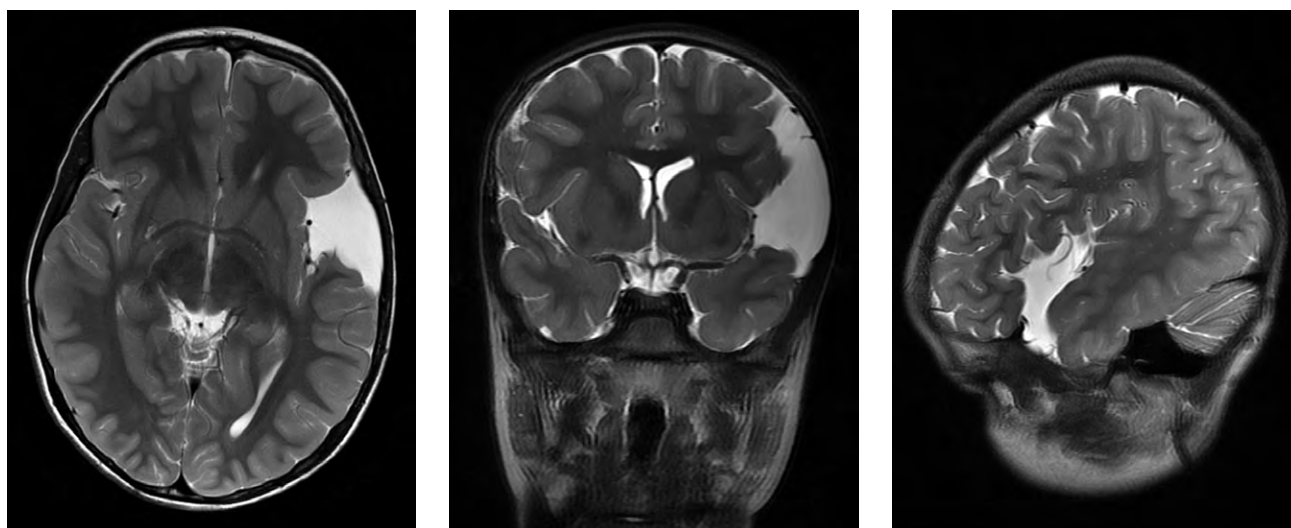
Магнитно-резонансная томография головного мозга: арахноидальная киста левой латеральной щели головного мозга, 2 тип по Галасси.
